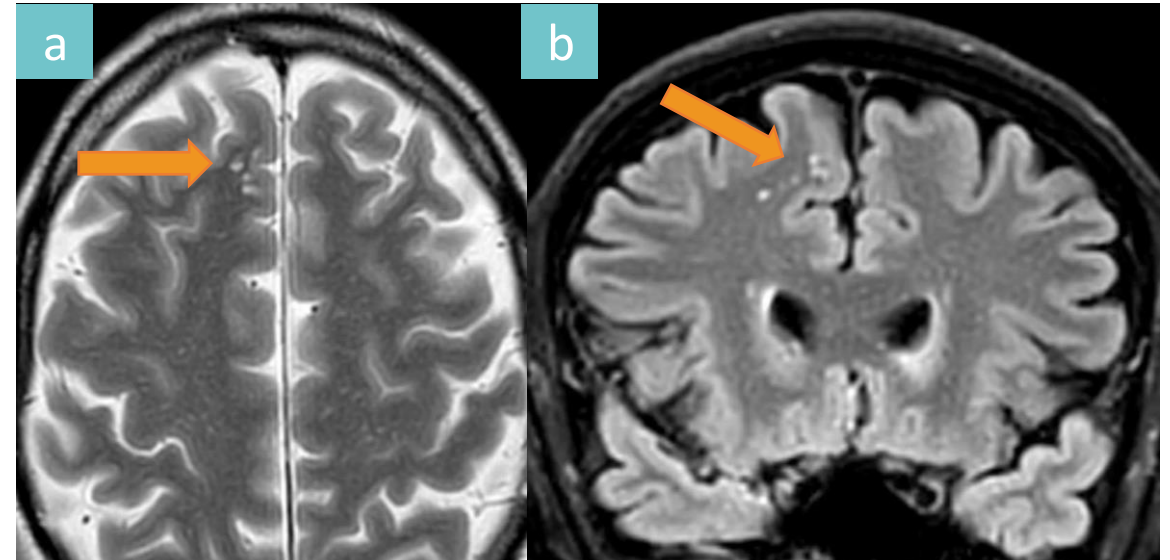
TNMV frontal izquierdo. Lesión multinodular en sustancia blanca yuxtacortical de lóbulo frontal izquierdo (flechas), hiperintensa en secuencia T2 (a) y persistencia de señal en FLAIR T2 (b).
